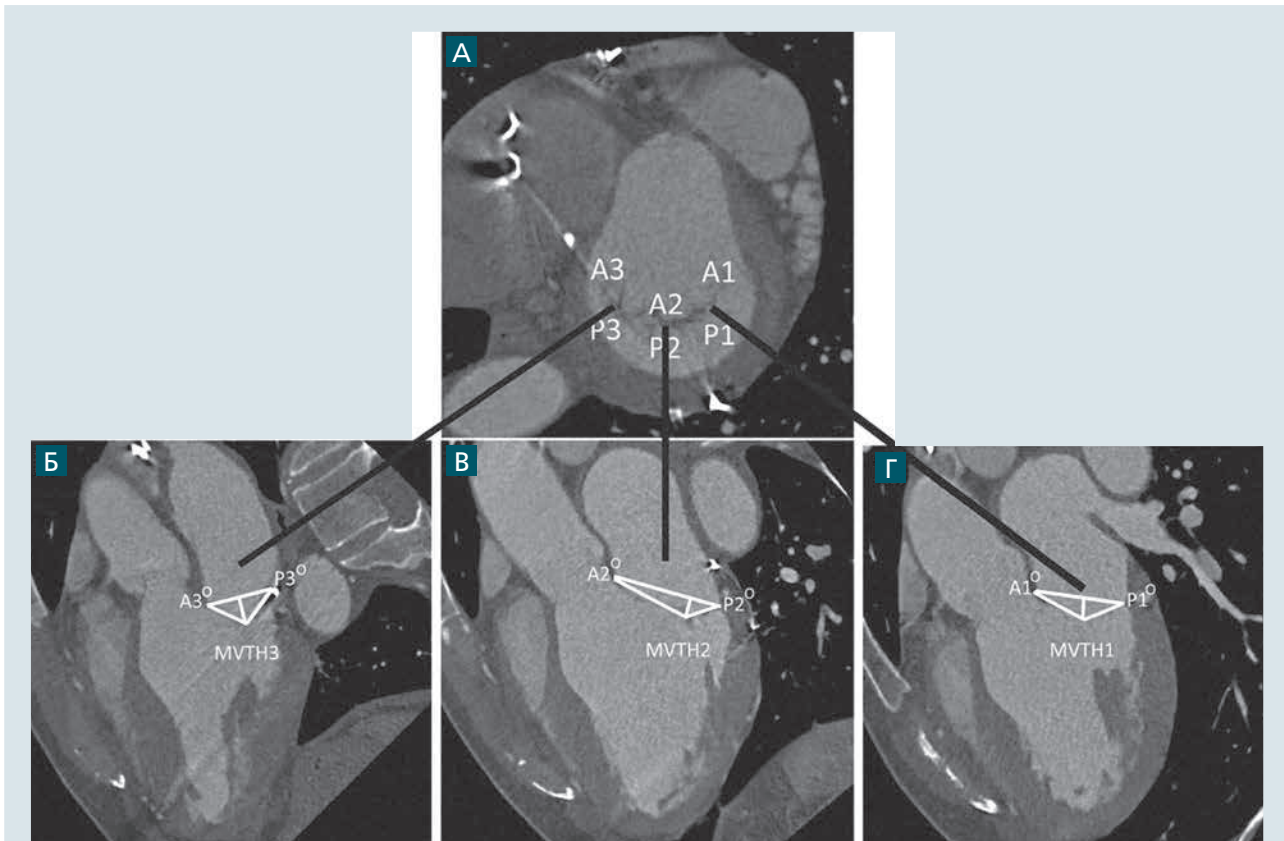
Контраст-підсилена, синхронізована з ЕКГ комп'ютерна томографія з визначенням характеристик мітрального клапана.
